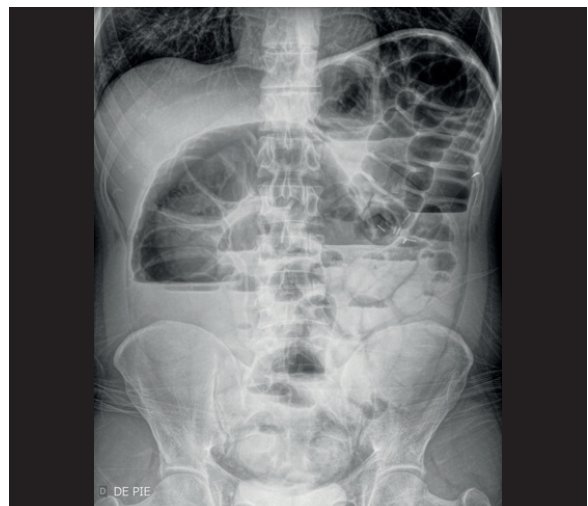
Radiografía de abdomen de pie. Se observa distensión del colon transverso y descendente con niveles hidroaéreos.
